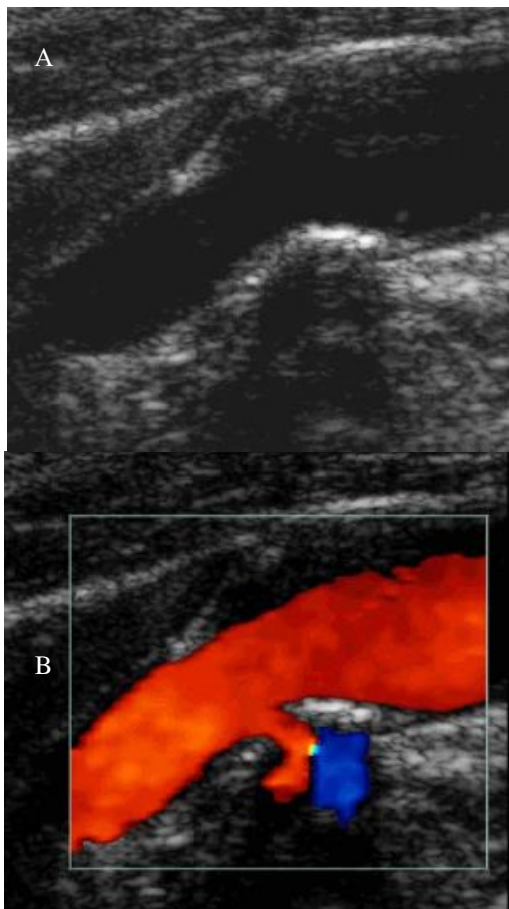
Ανίχνευση έλκους σε καρωτιδική πλάκα ασθενούς με ΑΕΕ. Γίνεται μέτρηση του βάθους και του εύρους του έλκους ενώ επιβεβαιώνεται η ύπαρξη του από την διαφορά της ηχογένειας του κρατήρα του έλκους σε σχέση με το γειτονικό ινώδες περίβλημα που έχει μεγαλύτερη ηχογένεια [Muraki M, Mikami T, Yoshimoto T, et al. New criteria for the sonographic diagnosis of a plaque ulcer in the extracranial carotid artery. AJR Am J Roentgenol 2012;198:1161–1166]
